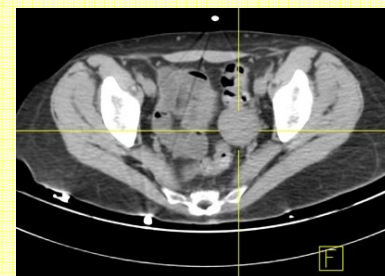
TC con imagen de masa pélvica izquierda.
